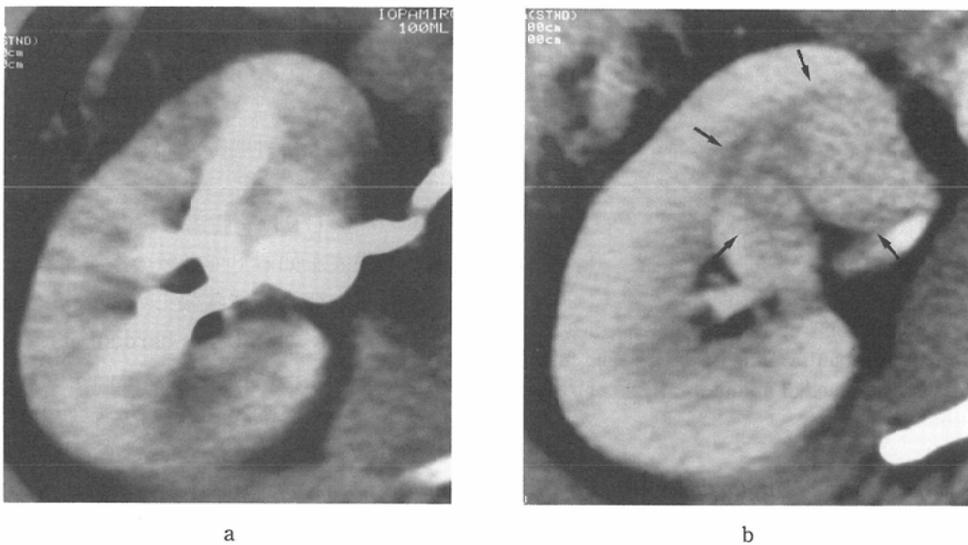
Case 2. It is difficult to evaluate AVM of the renal pelvis because of artifacts on non-d. CT (a), whereas it is clearly shown on f-d. CT (arrows) (b).
